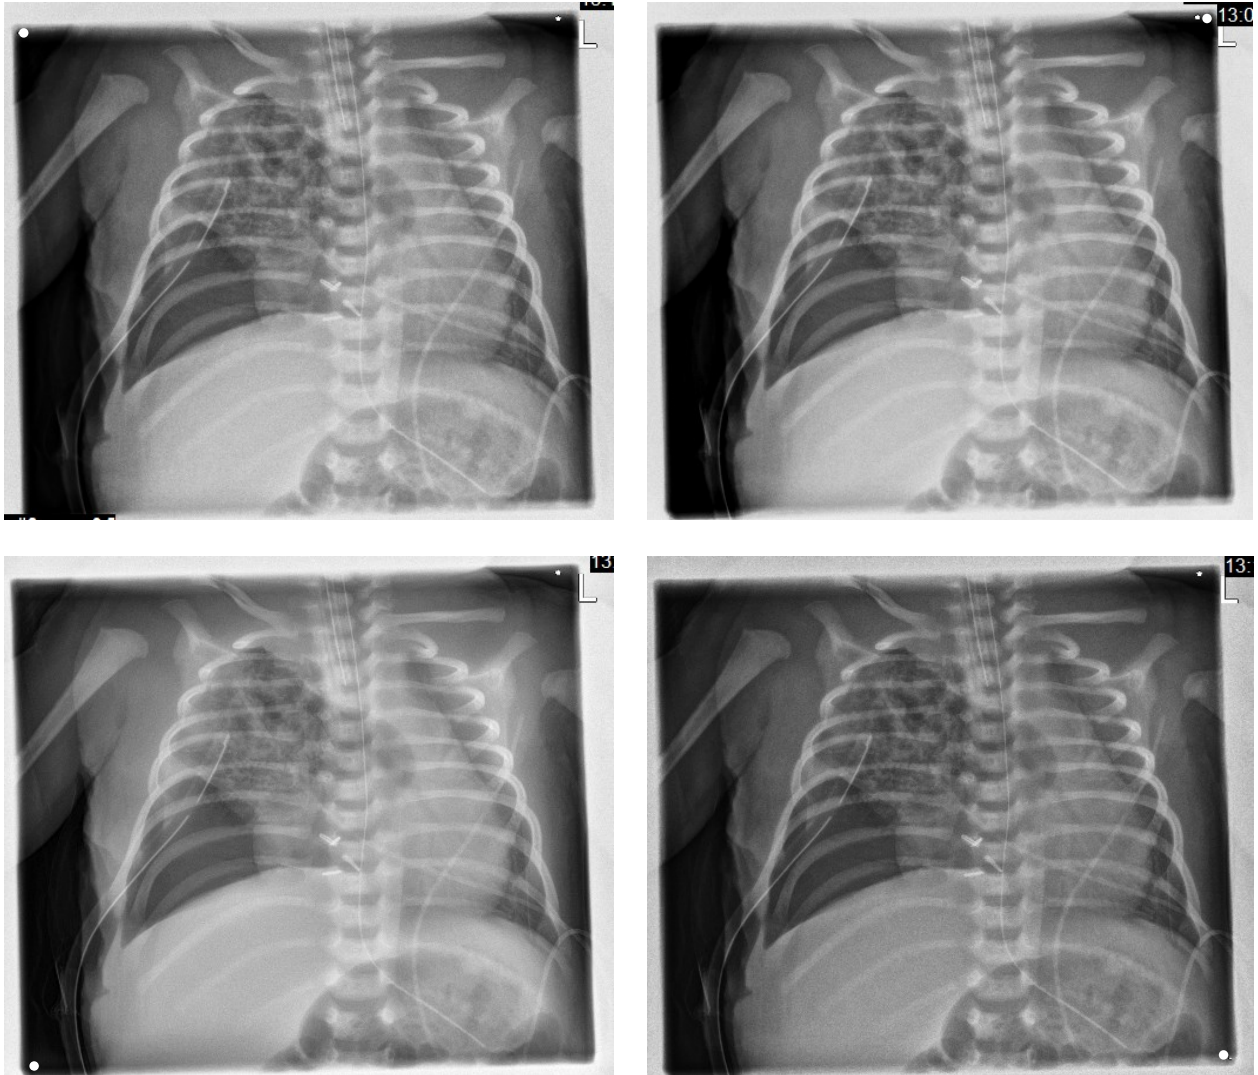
Darstellung der Röntgen-Thorax-Aufnahmen während der Untersuchung
